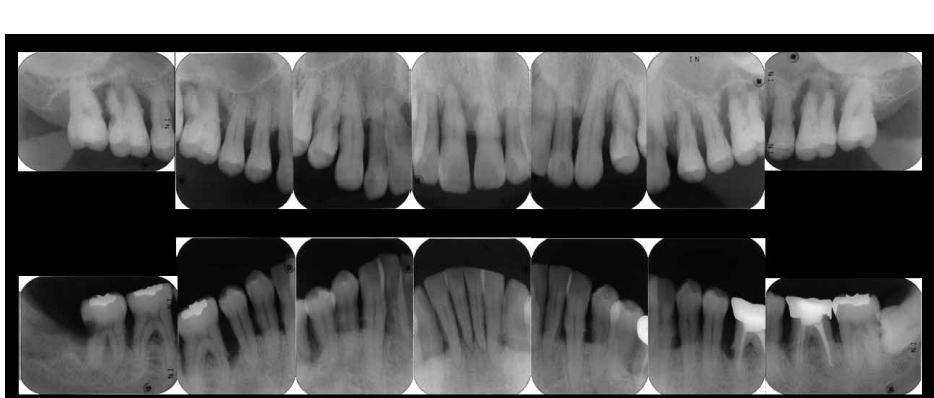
Dental X-ray 14 during first visit (June 2007)
